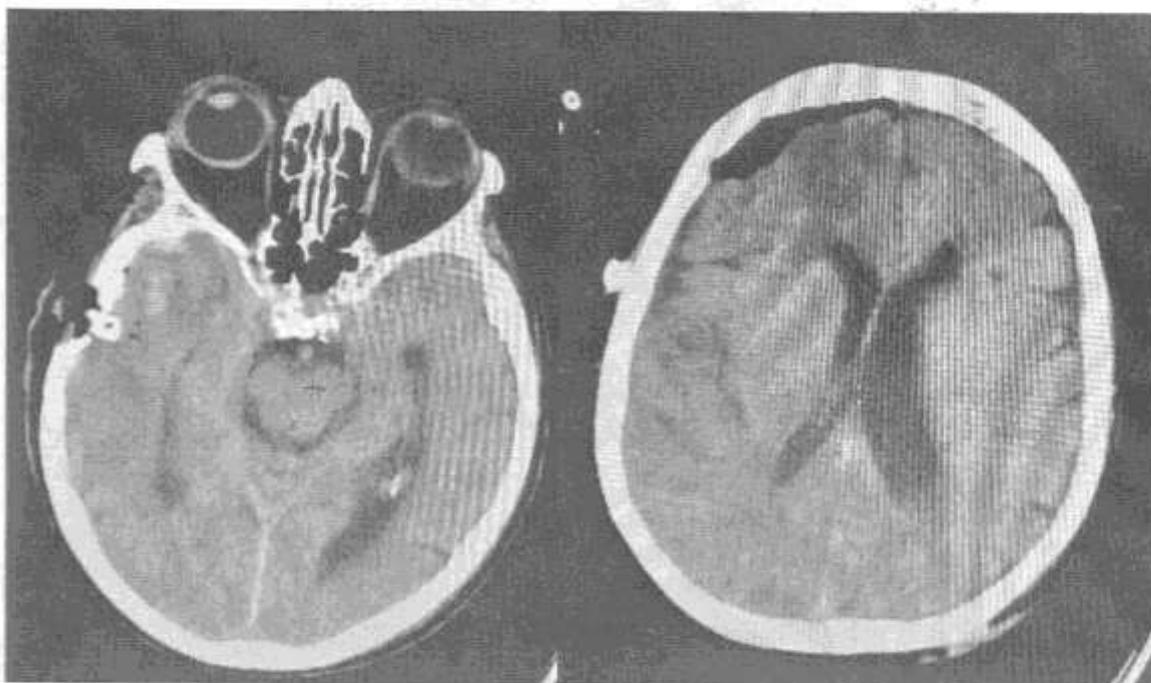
Спиральная компьютерная томография пациента Е. после проведенного лечения
